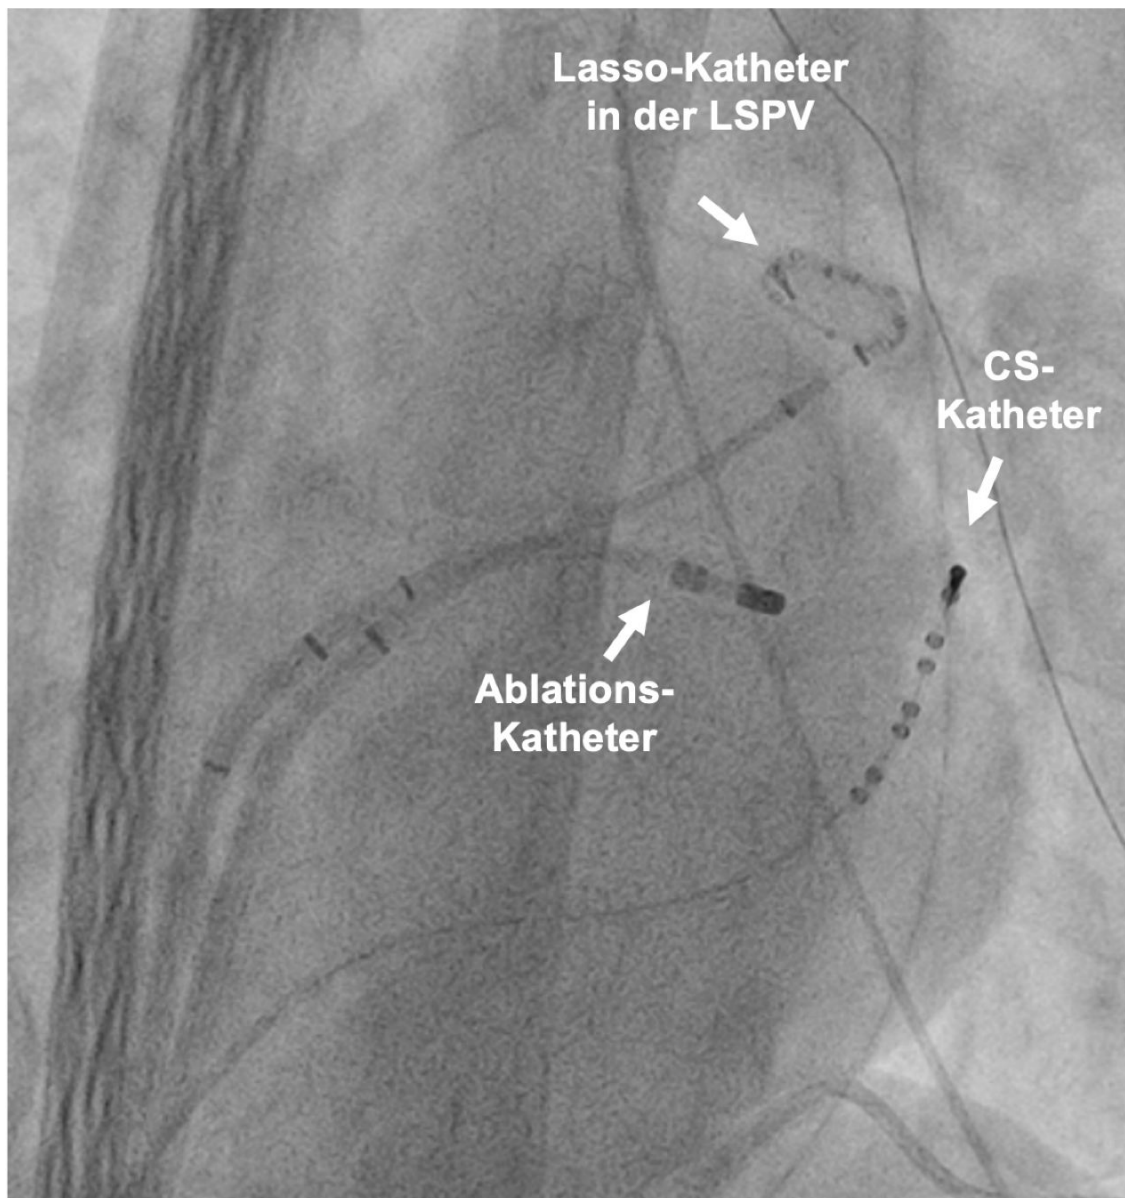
Radiographische Darstellung des Ablationssettings bei RF-PVI. Die Abbildung in 40° LAO-Projektion (links-anterior-oblique) zeigt eine radiographische Darstellung der verwendeten Katheter bei einer RF-PVI. Die Anpressdruckmessung und letztlich die Energieabgabe bzw. die Ablation erfolgen über den Ablationskatheter. Neben diesem kommt der Lasso-Katheter zur Erfassung der elektrischen Signale in den PV, sowie der Coronarsinus-Katheter (hier: CS-Katheter) zum Einsatz. Letzterer dient der Erfassung von Vorhofelektrogrammen, zur Stimulation und zur anatomischen Orientierung.
